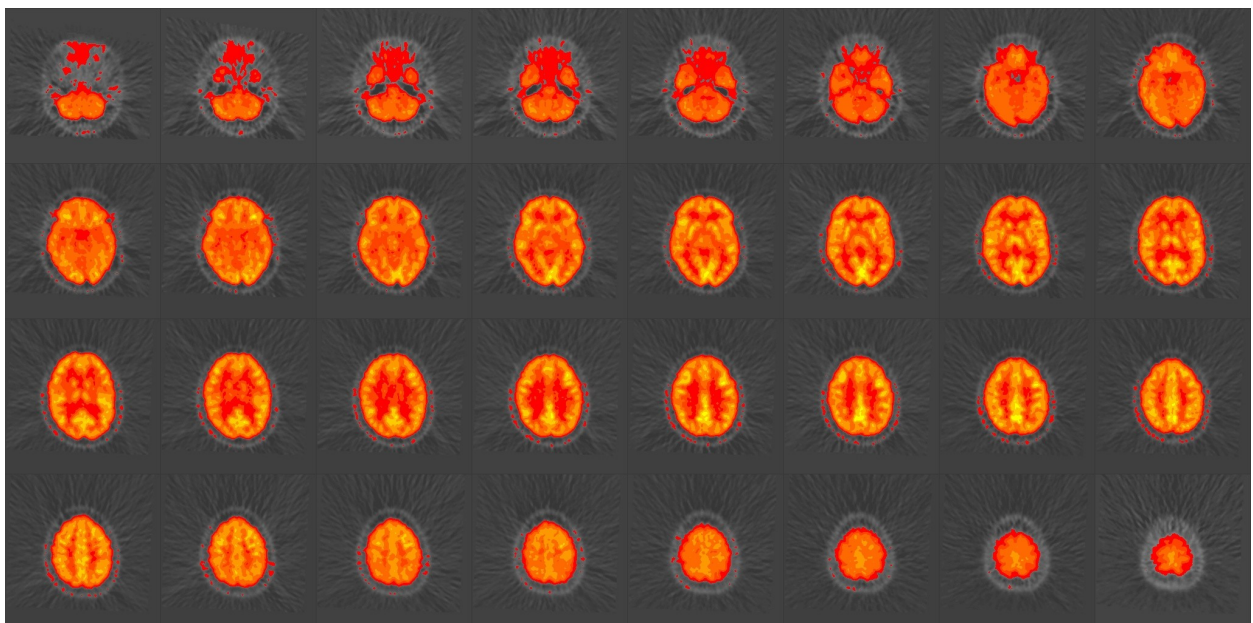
Kraniale Positronemissionstomographie
